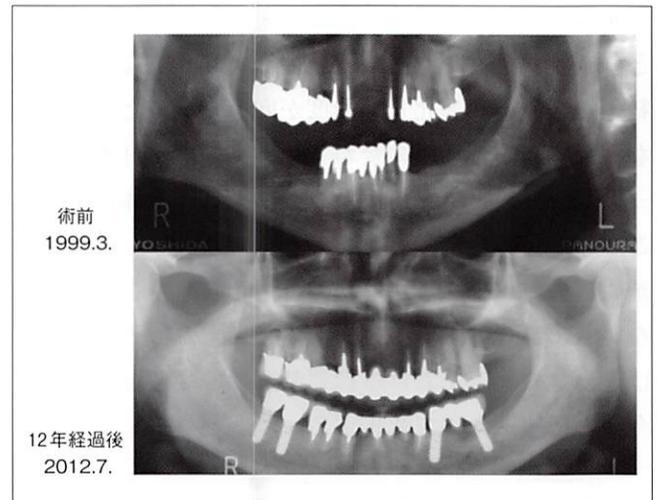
〈症例1〉 下顎両側遊端欠損部にインプラント治療を応用し咬合再構成した症例(術前・術後のパノラマX線写真)
